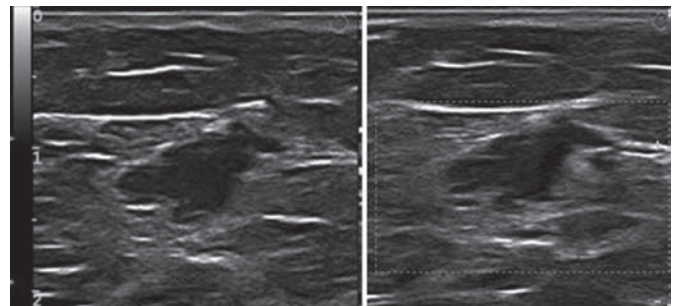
Ultrasonido: nódulo irregular hipoeico, 12 × 14 × 8 mm, márgenes indistintos/angulados, paralelo, halo ecogénico, sin cambios sonográficos posteriores, hipervascular.
